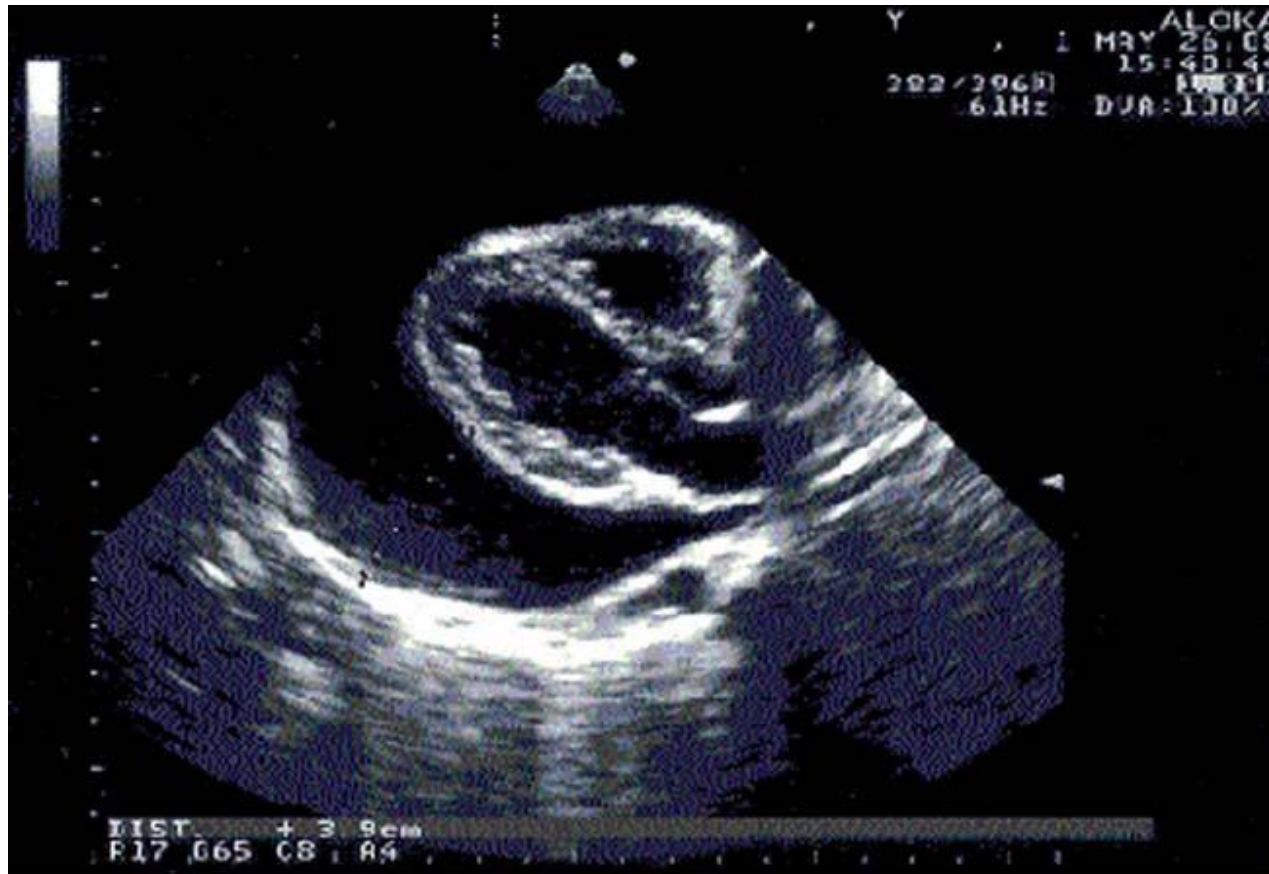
Echocardiograph, signs of tamponade (swinging heart and diastolic right ventricular collapse) and pericardial fluid 3.9 cm in size were found.
